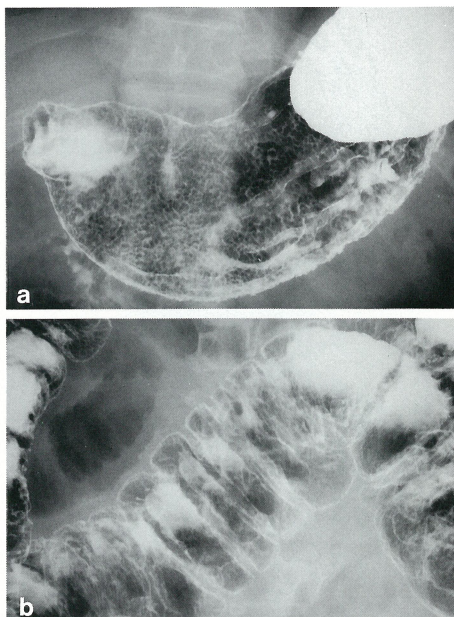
a. Double contrast radiography of the stomach showed the giant rugae and granular pattern of the mucosa in the body.
